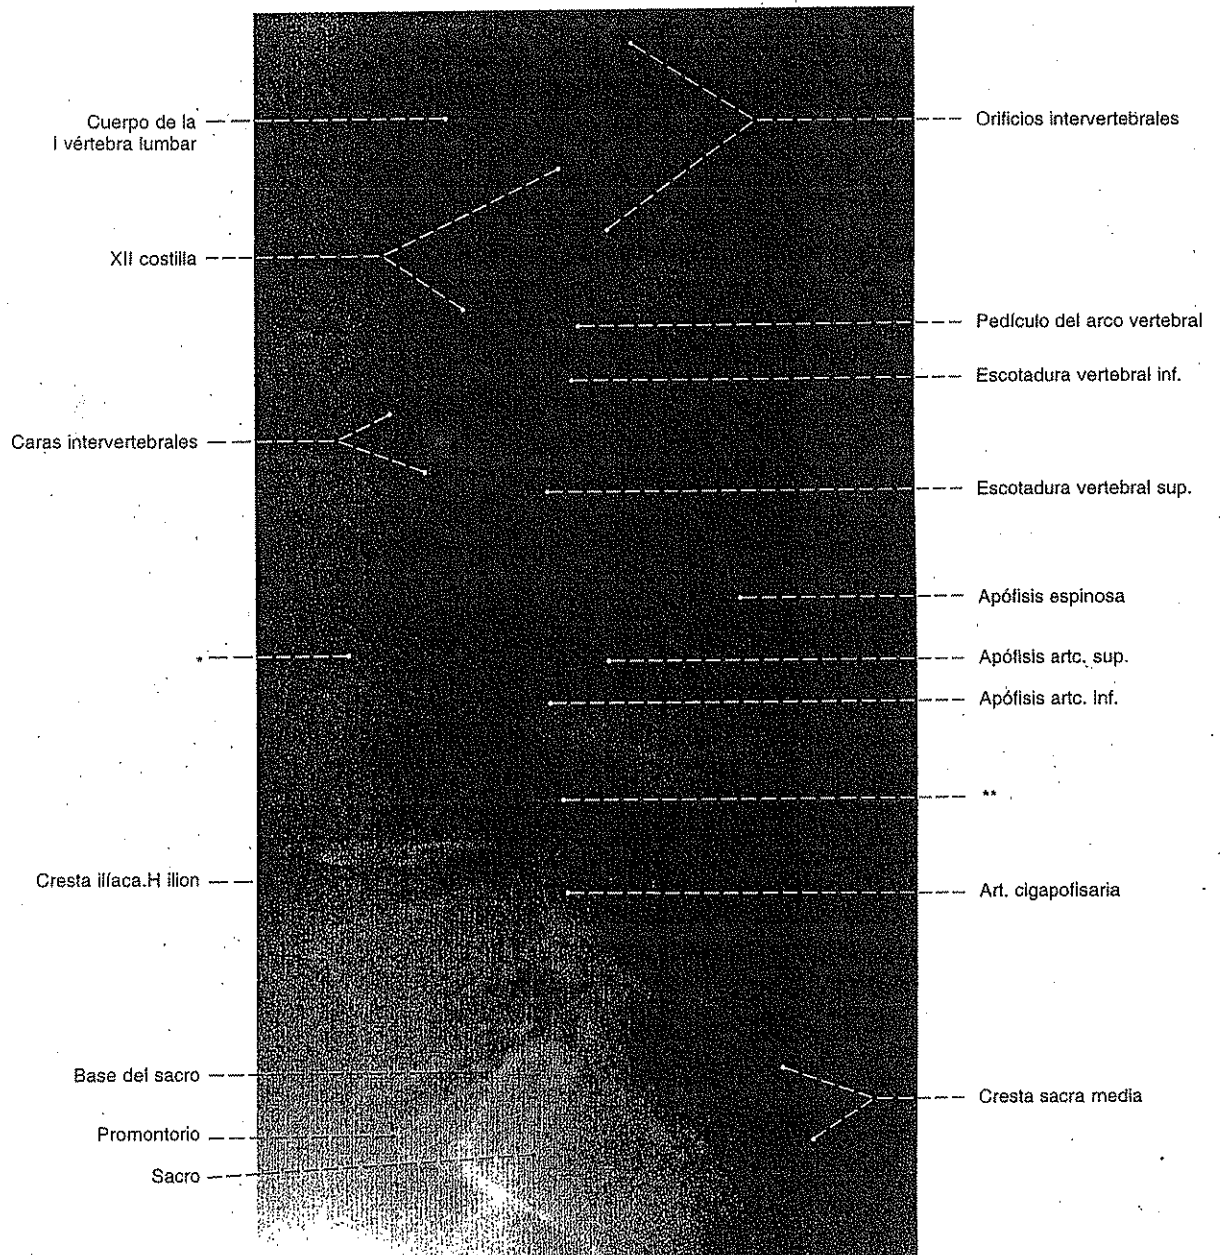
Radiografía lateral de la columna lumbar; posición: bipedestación; radiación central dirigida a la 2ª vértebra lumbar. La inclinación de los bordes anteriores de las últimas vértebras lumbares constituye una anomalía patológica.
